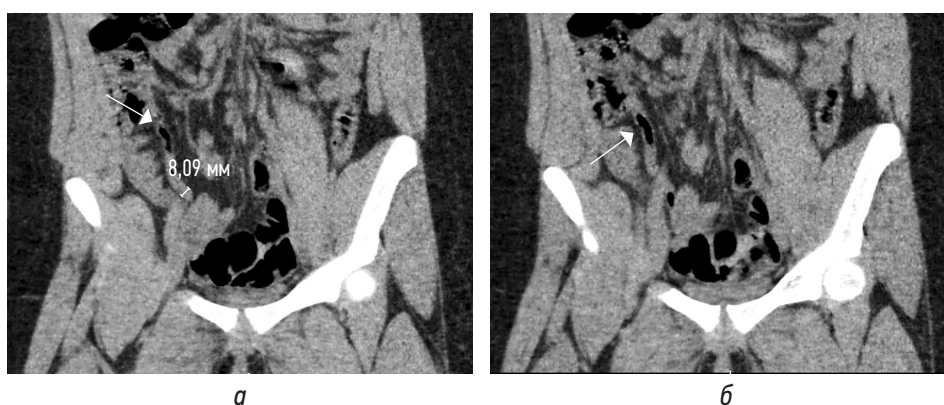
КТ-изображения во фронтальной плоскости в нативную фазу (а, б) нормального аппендикулярного отростка с диаметром 8,09 мм и содержащим пузырьки газа (стрелки) без клинических признаков острого аппендицита
